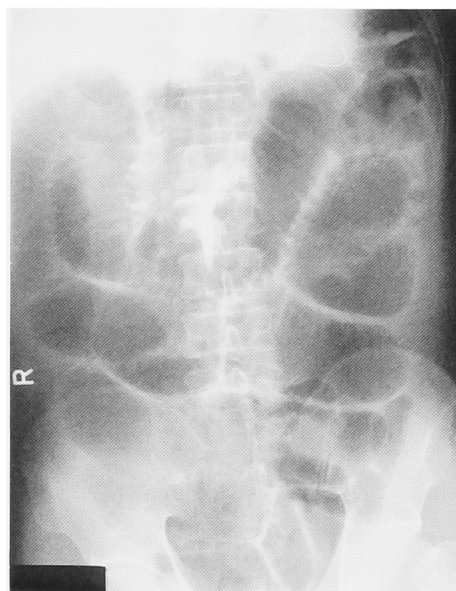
Abdominal plain radiograph showed the markedly distended intestine.
